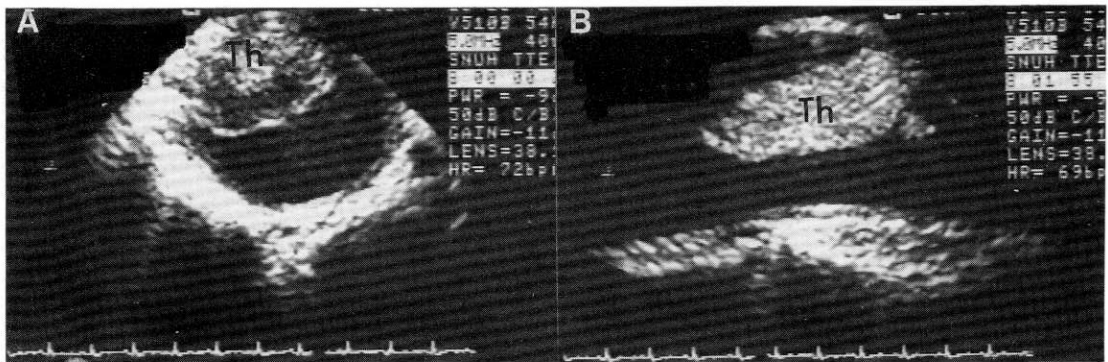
Transesophageal echocardiography shows large mobile mass in descending aorta.
